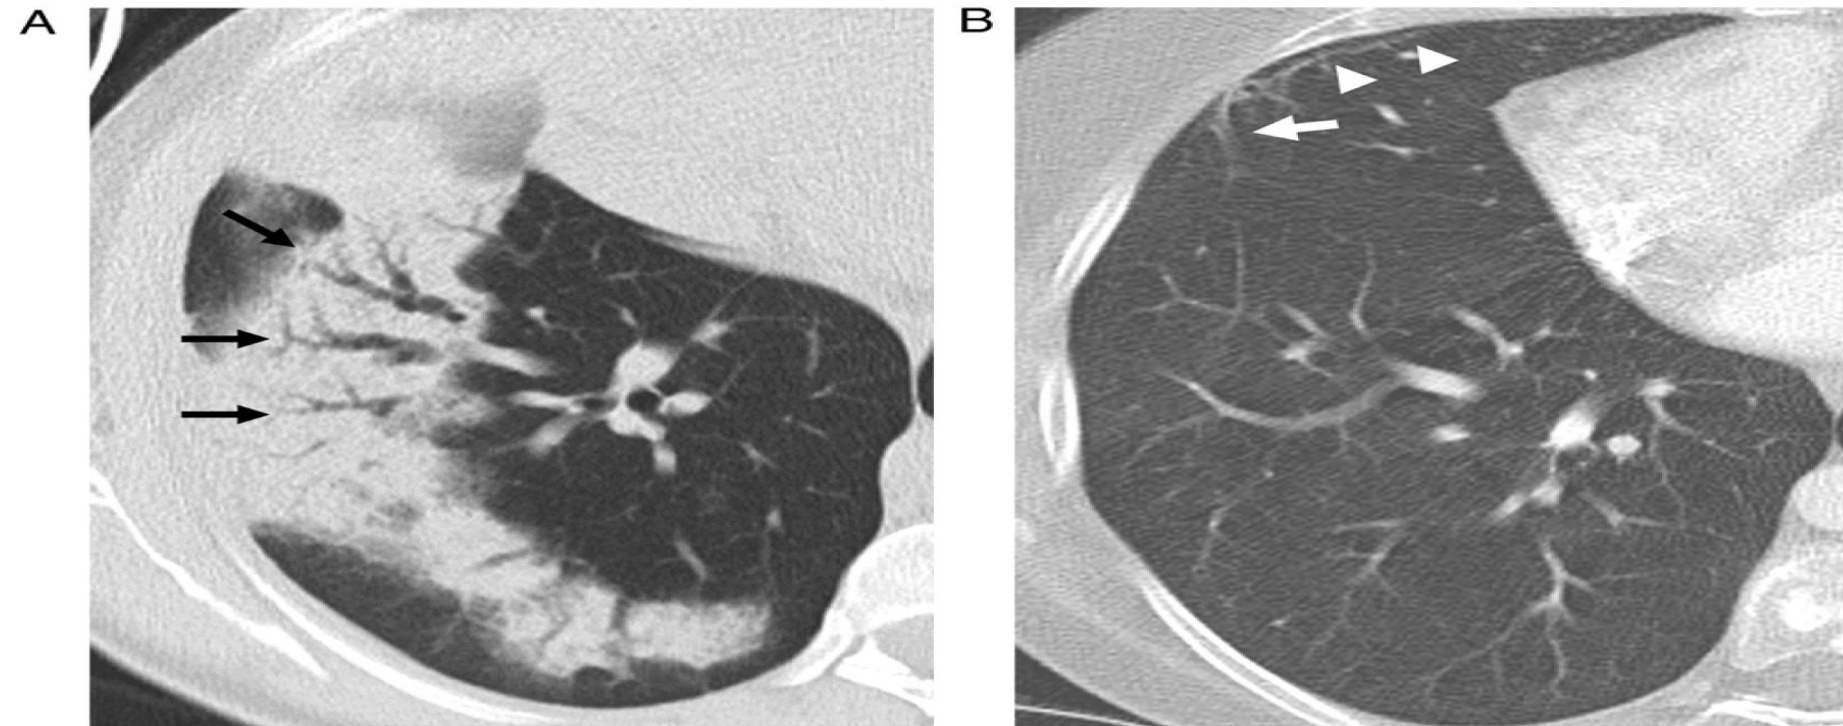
(A) La TC revela consolidación en el lóbulo inferior derecho con dilataciones bronquiales (flechas). Un control de TC dos meses después del tratamiento(B), revela una resolución completa de la consolidación y normalización del calibre bronquial. Tomado de (J.J. Arenas-Jiménez, 2022).
